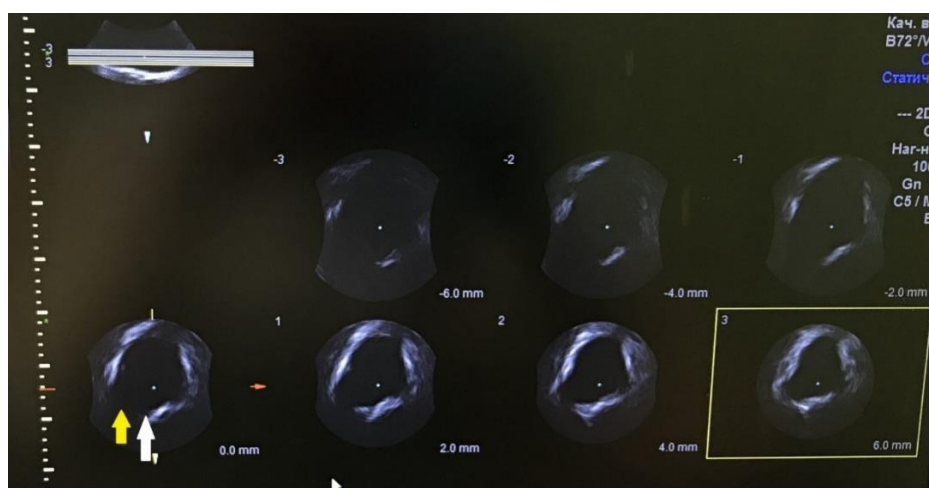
Трансвагинальное томографическое исследование в аксиальной плоскости у пациентки с дефектом тазовой фасции. Паравагинальный дефект фасции асимметричен, наиболее выражен справа (желтая стрелка), центральный дефект (белая стрелка)
